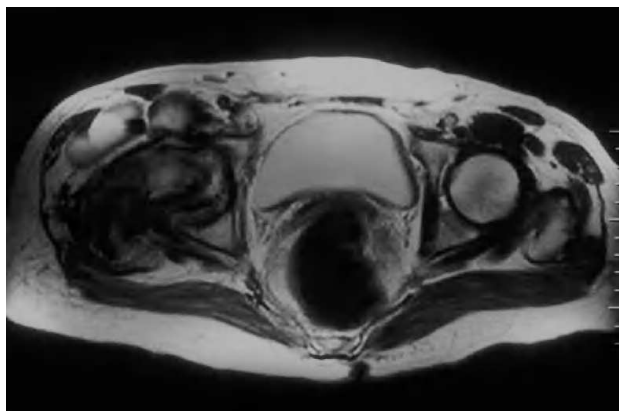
Imagen axial de resonancia magnética nuclear en la que se observa la grave destrucción necrótica de la cabeza femoral acompañada de hipertrofia sinovial y un derrame articular masivo.
